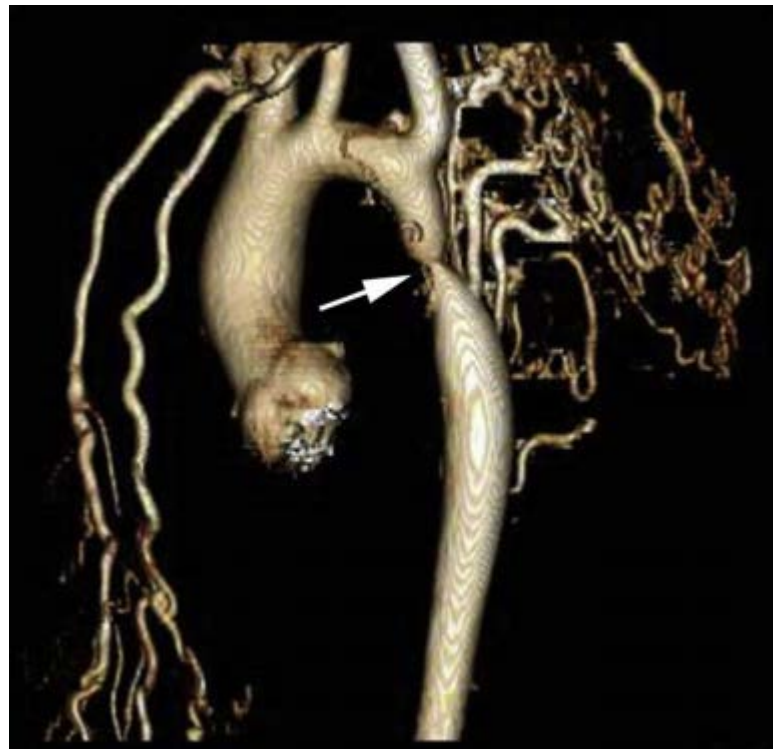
胸主动脉 CT 3D 容积重建显示严重主动脉缩窄（箭头）和广泛侧支循环形成。
